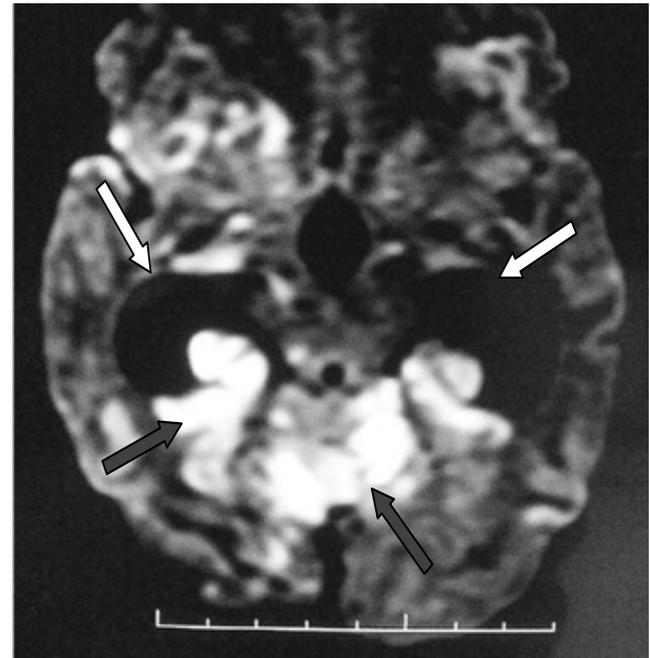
Resonancia magnética de cerebro, corte axial, en tiempo de difusión, se observa la dilatación ventricular (zonas hipointensas, flechas blancas) y las zonas de isquemia cerebral en mesencéfalo, cerebelo y lóbulos cerebrales occipitales (zonas hiperintensas, flechas negras).
